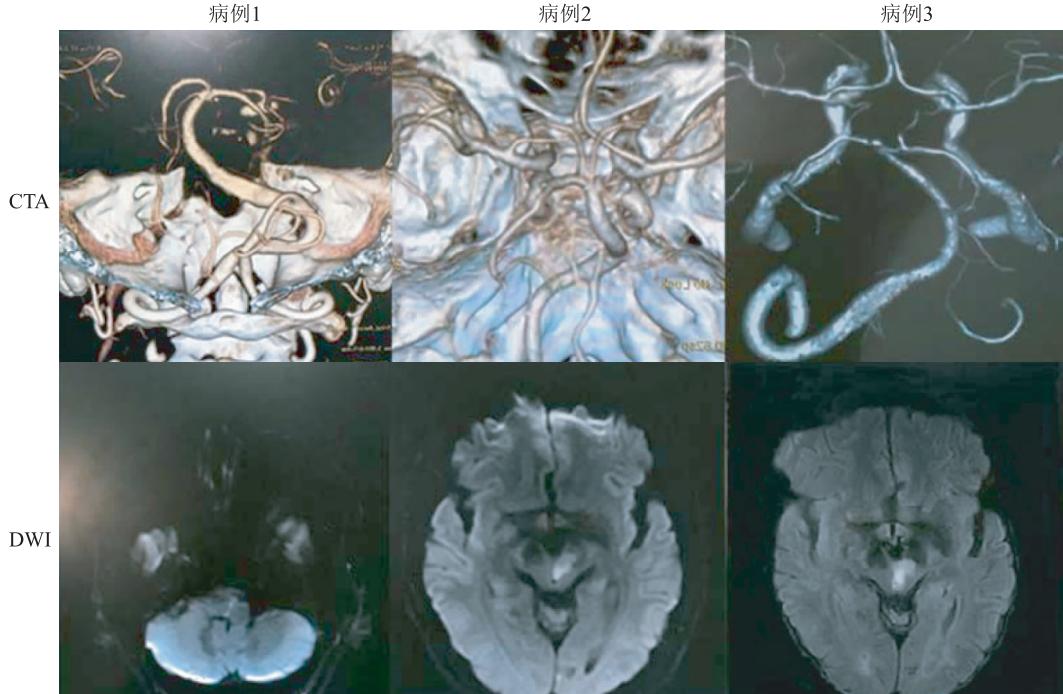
3 例患者头颈 CTA 及头 MRI DWI 的影像学表现
